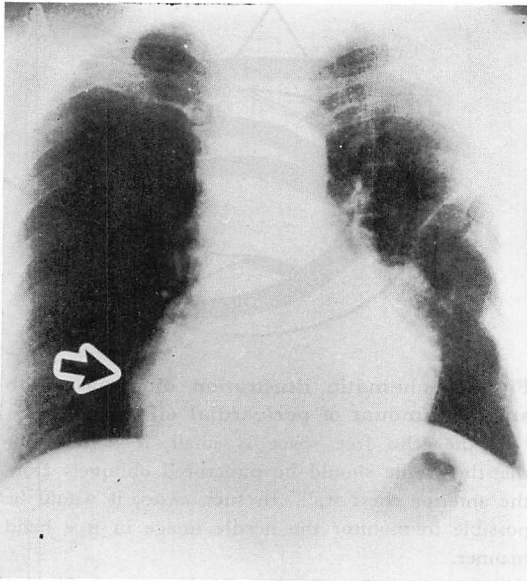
Chest plain film of a patient who has a smaller amount of pericardial effusion (Case 5).
